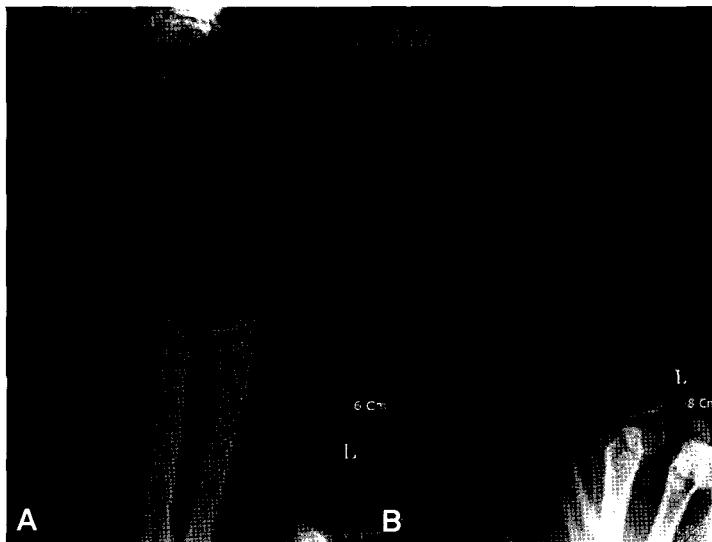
(A) The initial X-ray of the wrist shows metaphyseal widening, cupping, fraying of distal metaphysis of left radius and ulna suggesting rickets. (B) Vitamin D treatment for 9 months markedly improved the previous pathologic findings.
